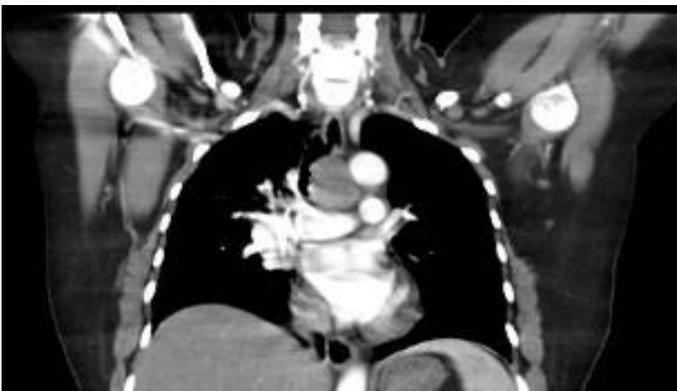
Tomografía computarizada de tórax, contrastada. Corte coronal.
